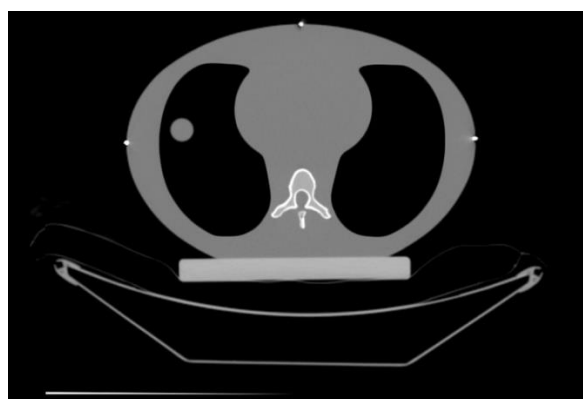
Tomografia Computerizzata (TC) del fantoccio con all'interno il bersaglio sferico
